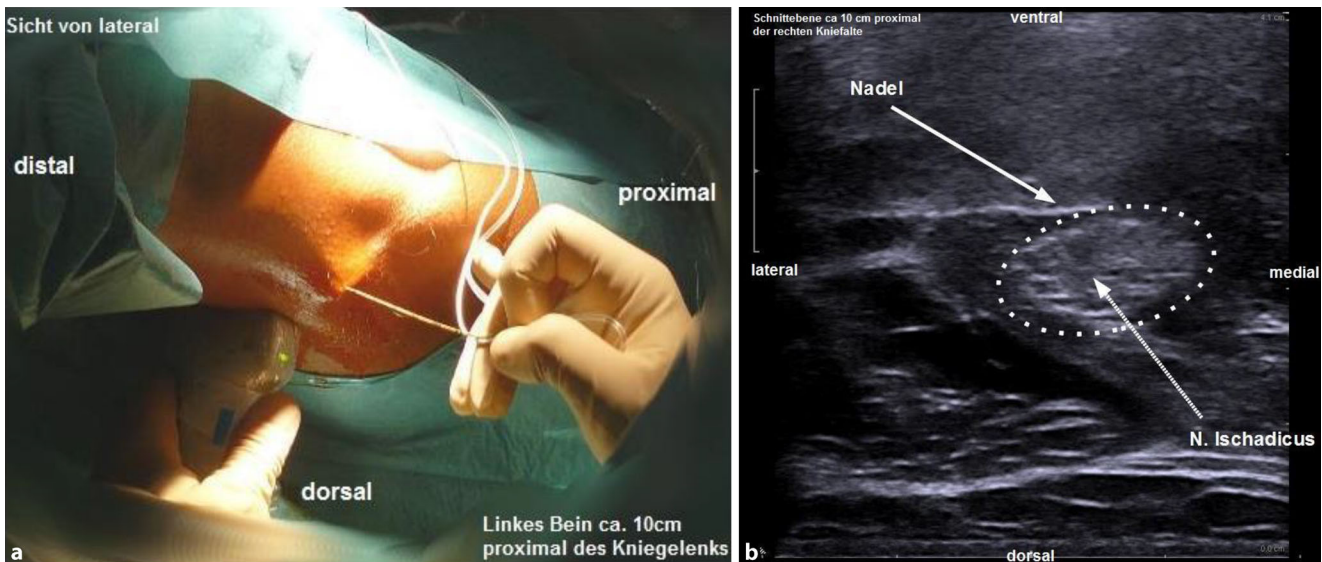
▲ a Punktionssetting in-plane proximal. b Sonografisches Bild proximal der Bifurkation
